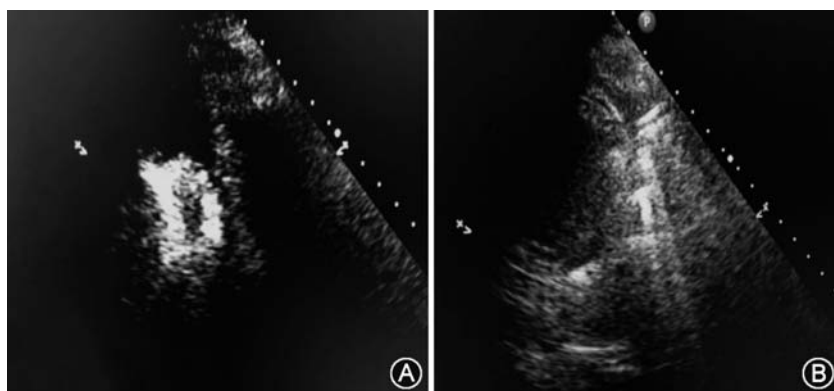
肺不张治疗前后超声图像:A 显示左下肺肺不张;B 显示治疗后大部肺组织复张
